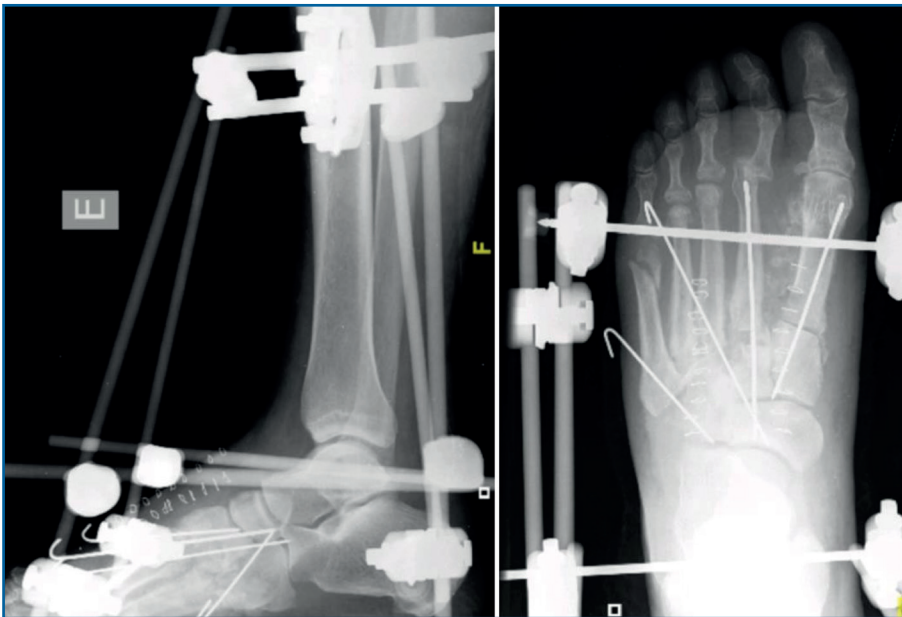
Radiografías postoperatorias; fijación a modo de artrodesis con agujas de Kirschner y un fijador externo Hoffmann 2®.
